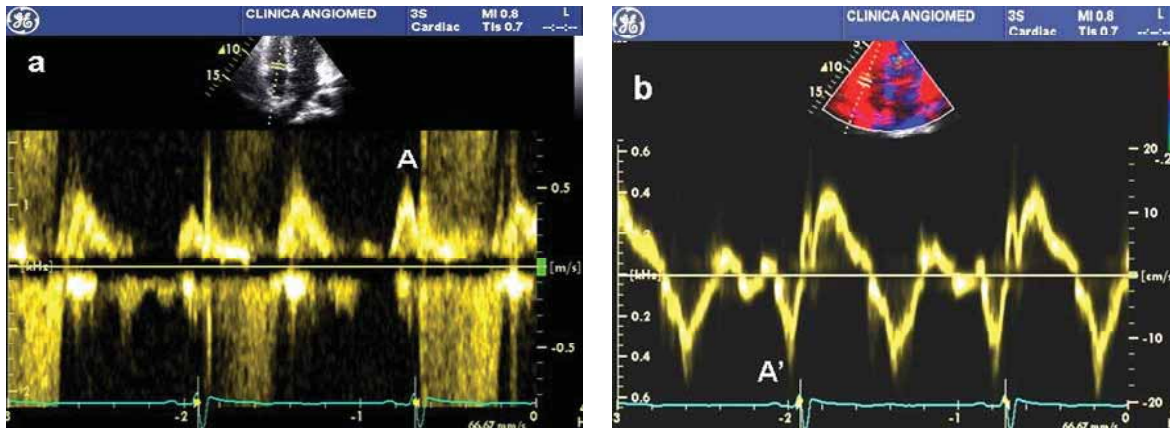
a,b Fluxul transtricuspidian după ablație înregistrează viteză a unde A mai mare decât la nivelul mitralei. Unda A' la Dopplerul tisular la nivelul inelului tricuspidian lateral are valoare mai mare decât unda A' mitrală
